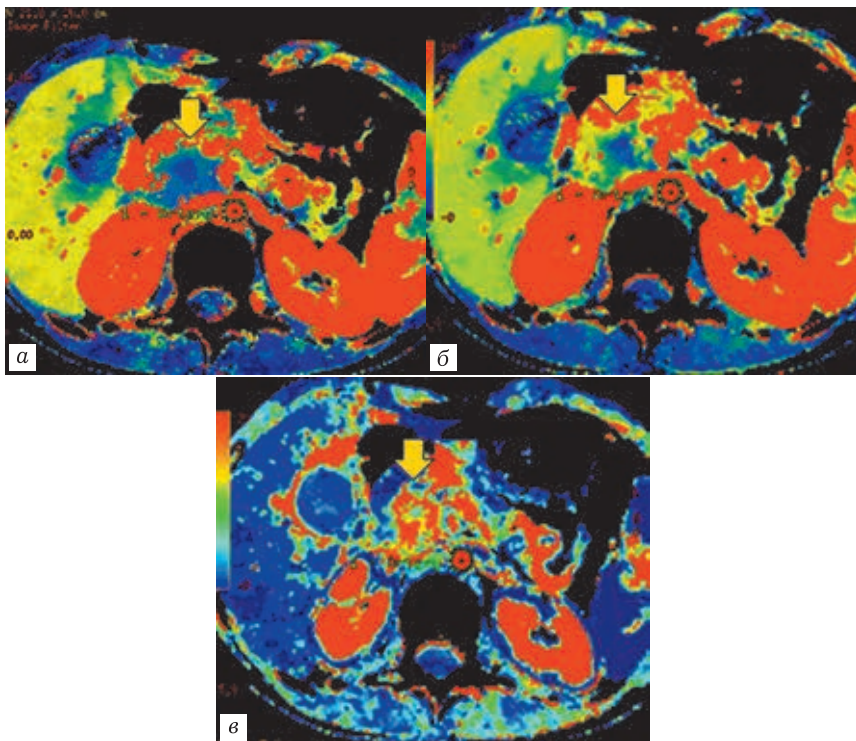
Перфузионные компьютерные томограммы: *а* — цветная параметрическая карта скорости кровотока (BF); *б* — цветная параметрическая карта объема кровотока (BV); *в* — цветная параметрическая карта проницаемости стенок капилляров (PS).
